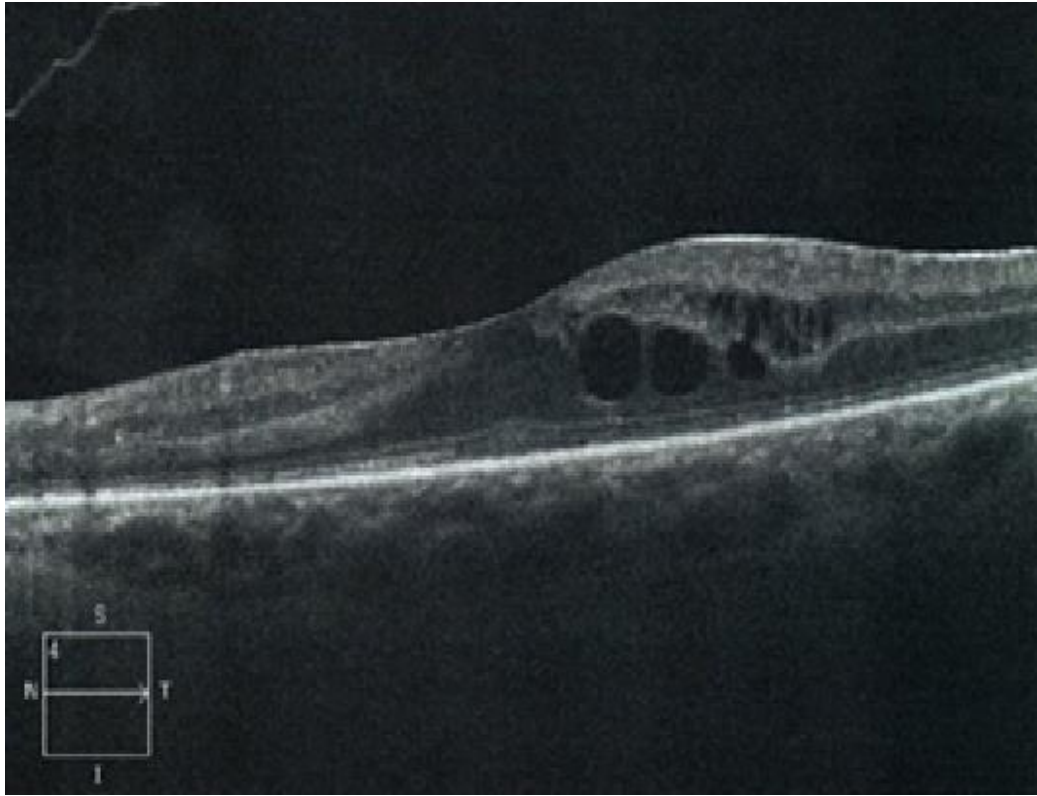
Оптическая когерентная томограмма пациента К. с ЦМВ-увеитом. Определяется утолщение ткани сетчатки, макула сглажена, множественные крупные и мелкие кисты, эпиретинальный фиброз
